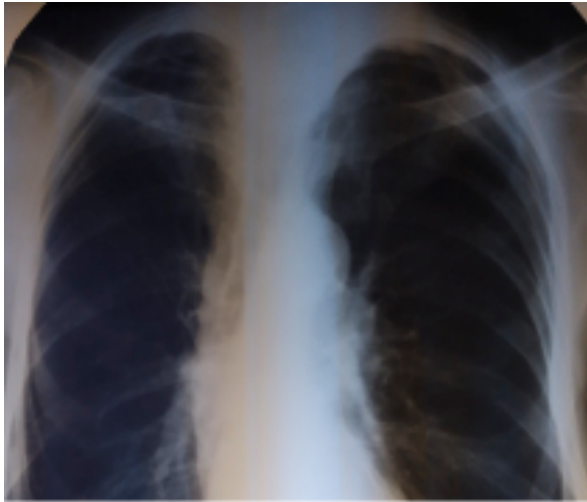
Обзорные рентгенограмм грудной клетки (прямая и левая боковая проекции)
